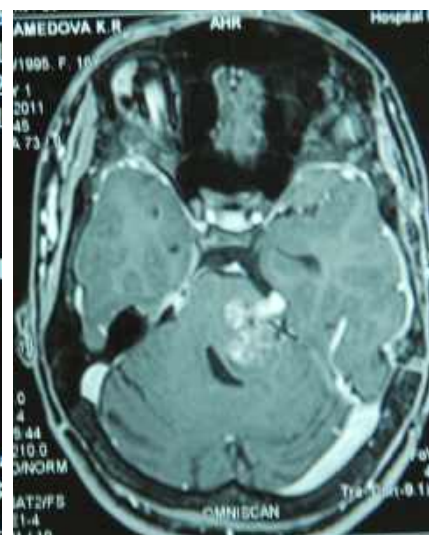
МРТ (Т1 33, аксіальний зріз) через 14 місяців після хірургічного втручання, виконане через різке погіршення стану хворої. Крововилив з залишку каверноми. (спостереження №52, хвора М-а, історія хвороби №2632/2).
